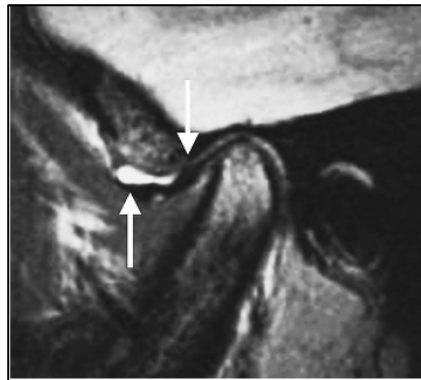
Estadio Wilkes II. Se observa un desplazamiento discal anterior moderado en una imagen de RNM a boca cerrada. La flecha de abajo señala una efusión en el compartimiento superior. Tomado de A. M. Whyte, D. McNamara, I. Rosenberg, A. W. Whyte: Magnetic resonance imaging in the evaluation of temporomandibular joint disc displacement—a review of 144 cases. *Int. J. Oral Maxillofac. Surg.* 2006; 35: 696–703.
